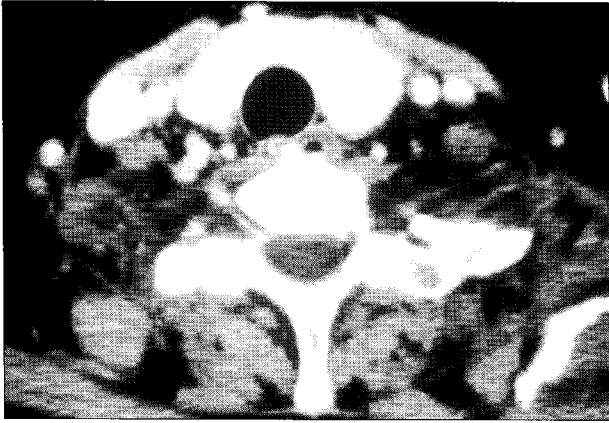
Computerized tomography of the neck. Both thyroid gland adenoma. Not finding of parathyroid hyperplasia.
